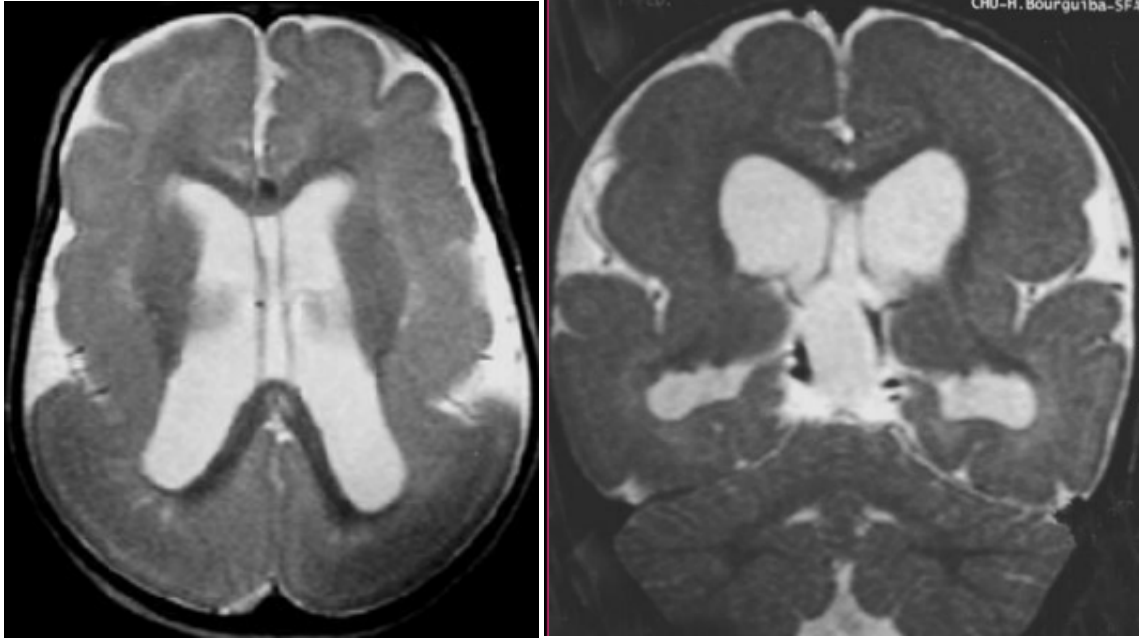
Clichés d'IRM (coupe axiale et coronale en T2) : Cortex épaissi sans circonvolution visible, seule la vallée sylvienne est individualisée [141].
